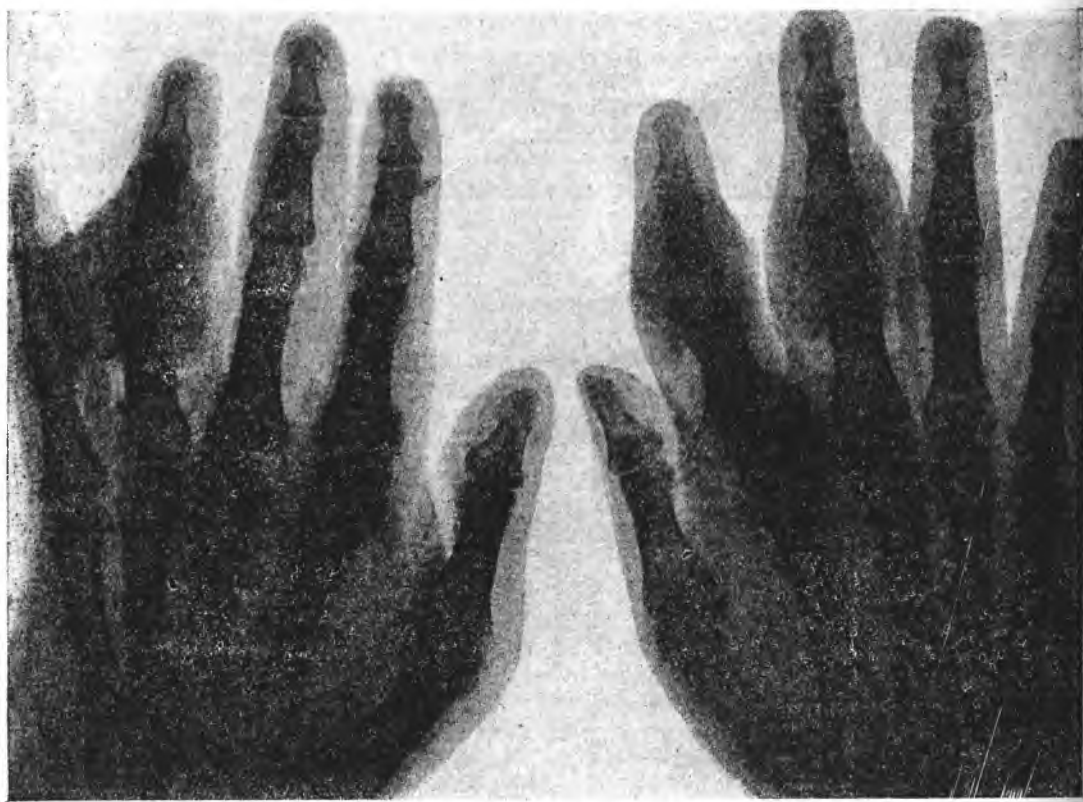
Хроническая деструктивная подагра суставов (рентгеновский снимок пальцев).
